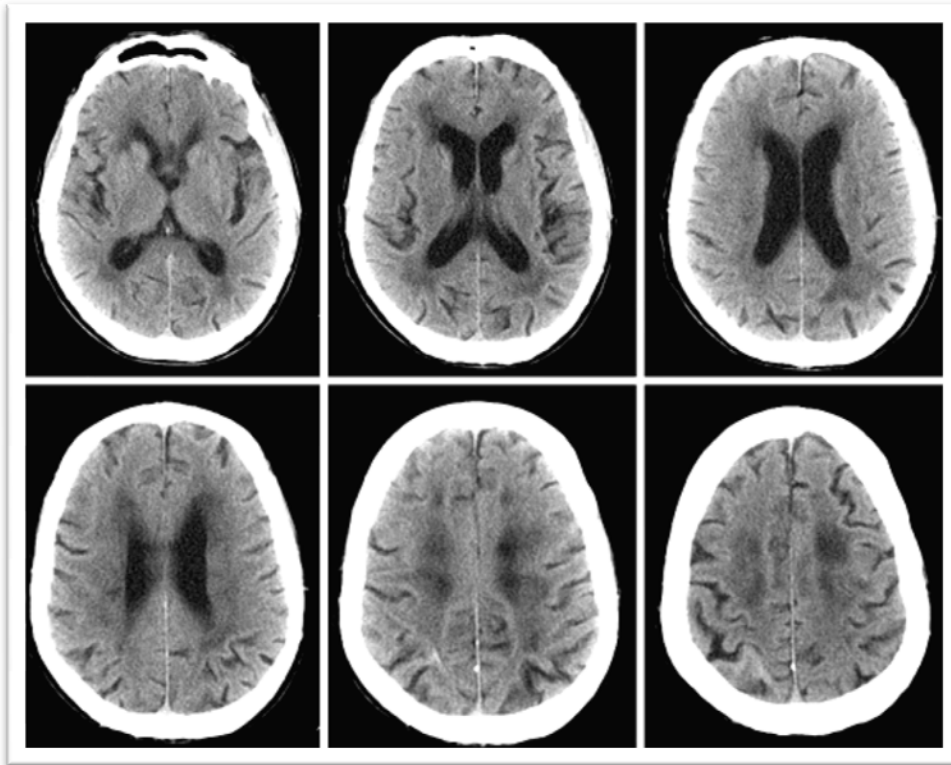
Leukoaraiosis* – Áreas hipodensas na substância branca profunda. Da esquerda para a direita, cortes axiais em TC passando pelos ventrículos laterais, desde o pavimento até ao tecto.
